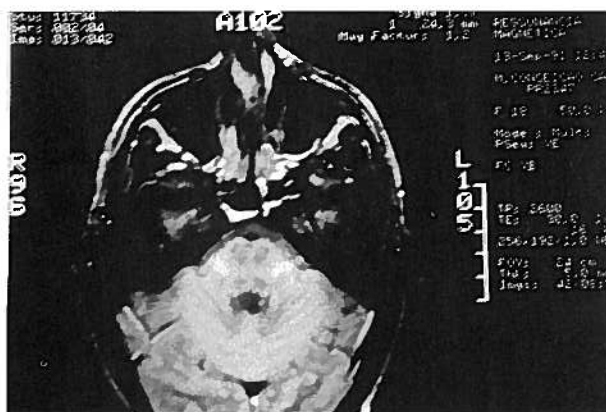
Lesões desmielinizantes na RMN
